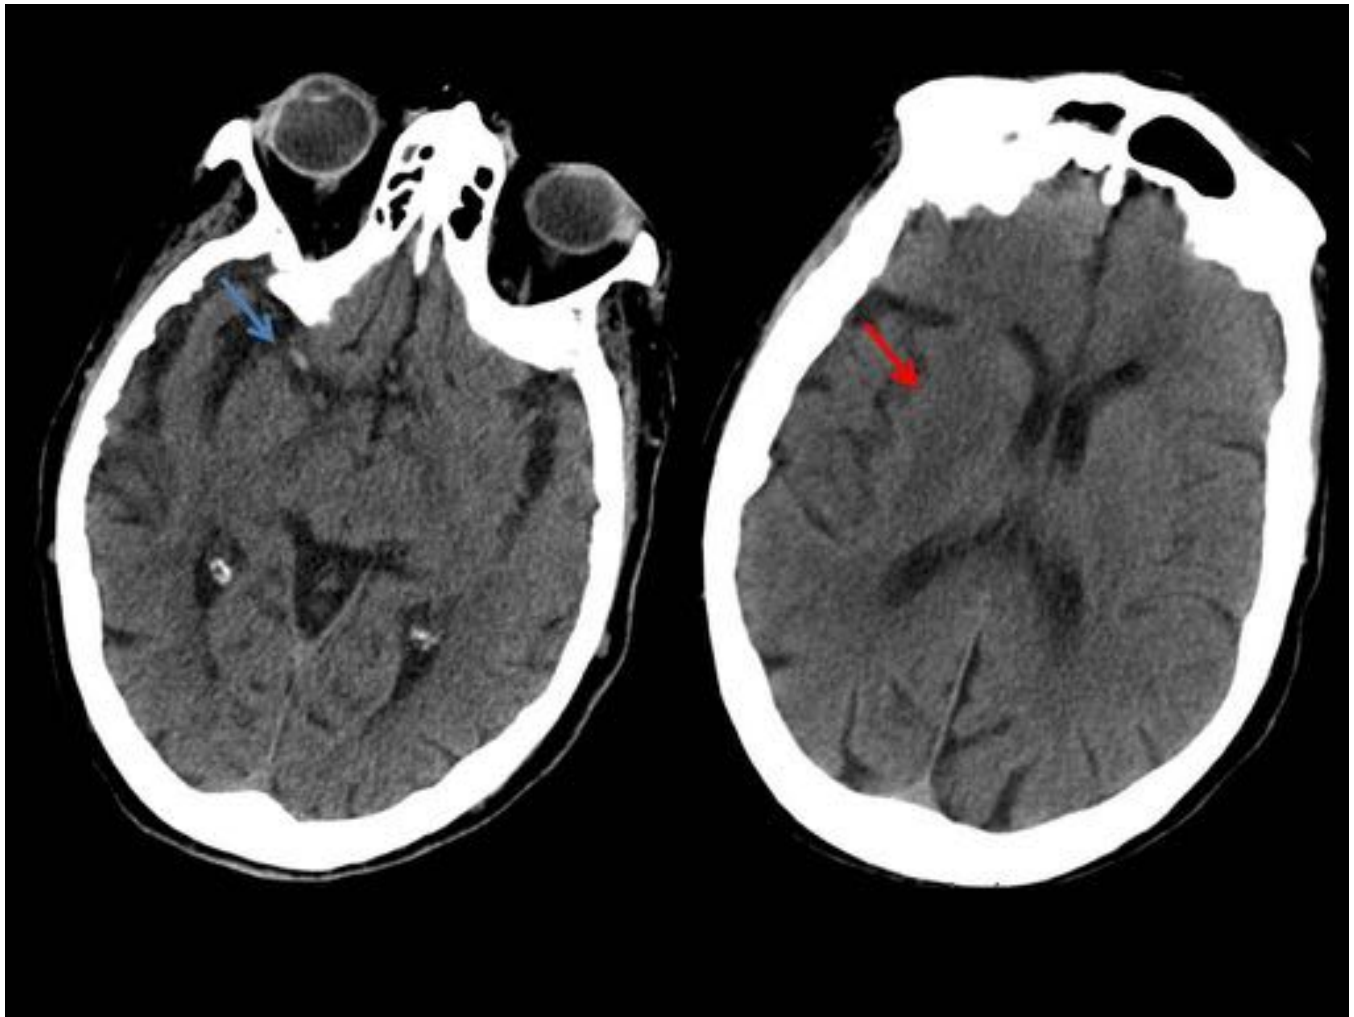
Mujer de 92 años que acude por disartria y hemiparesia derecha. Se realiza TC craneal sin CIV donde no se visualizó la arteria cerebral media derecha hiperdensa (flecha azul) como signo de trombosis de la misma y área de tenue hipodensidad en ganglios basales derechos (flecha roja) todo ello en relación con signos isquémicos precoces de ictus de arteria cerebral media derecha.
